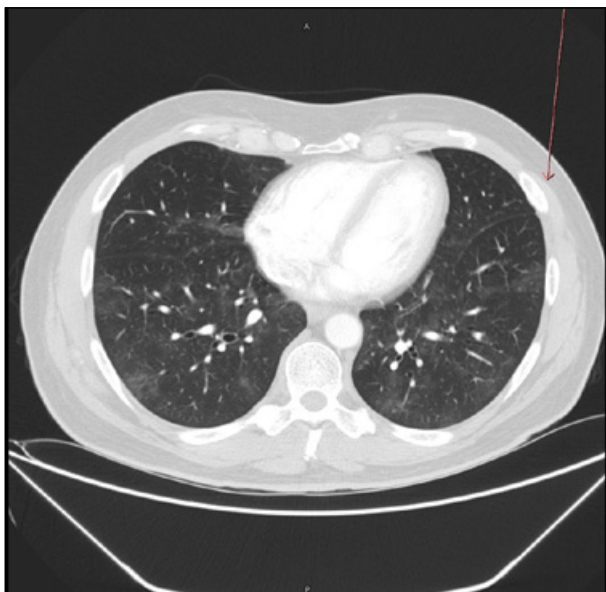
Control de imagen por TAC pulmonar (16 Abril).
